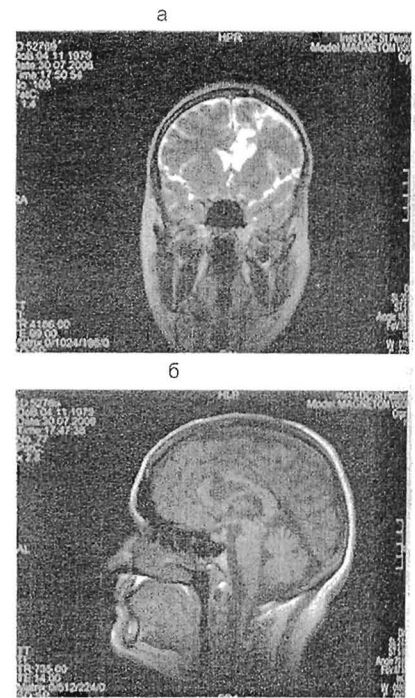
МРТ головного мозга в позднем послеоперационном периоде: а – прямая, б – боковая проекции
